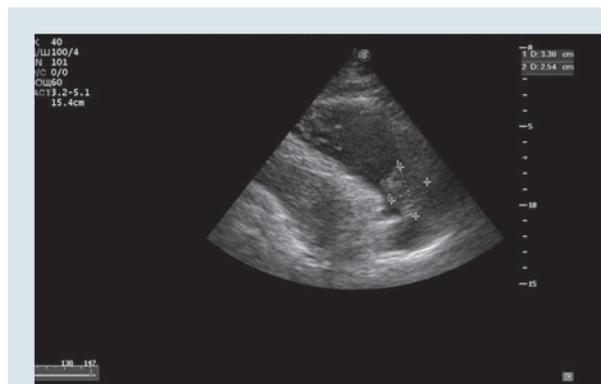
Эхокардиограмма пациента Б., 30 лет: миксома правого предсердия
